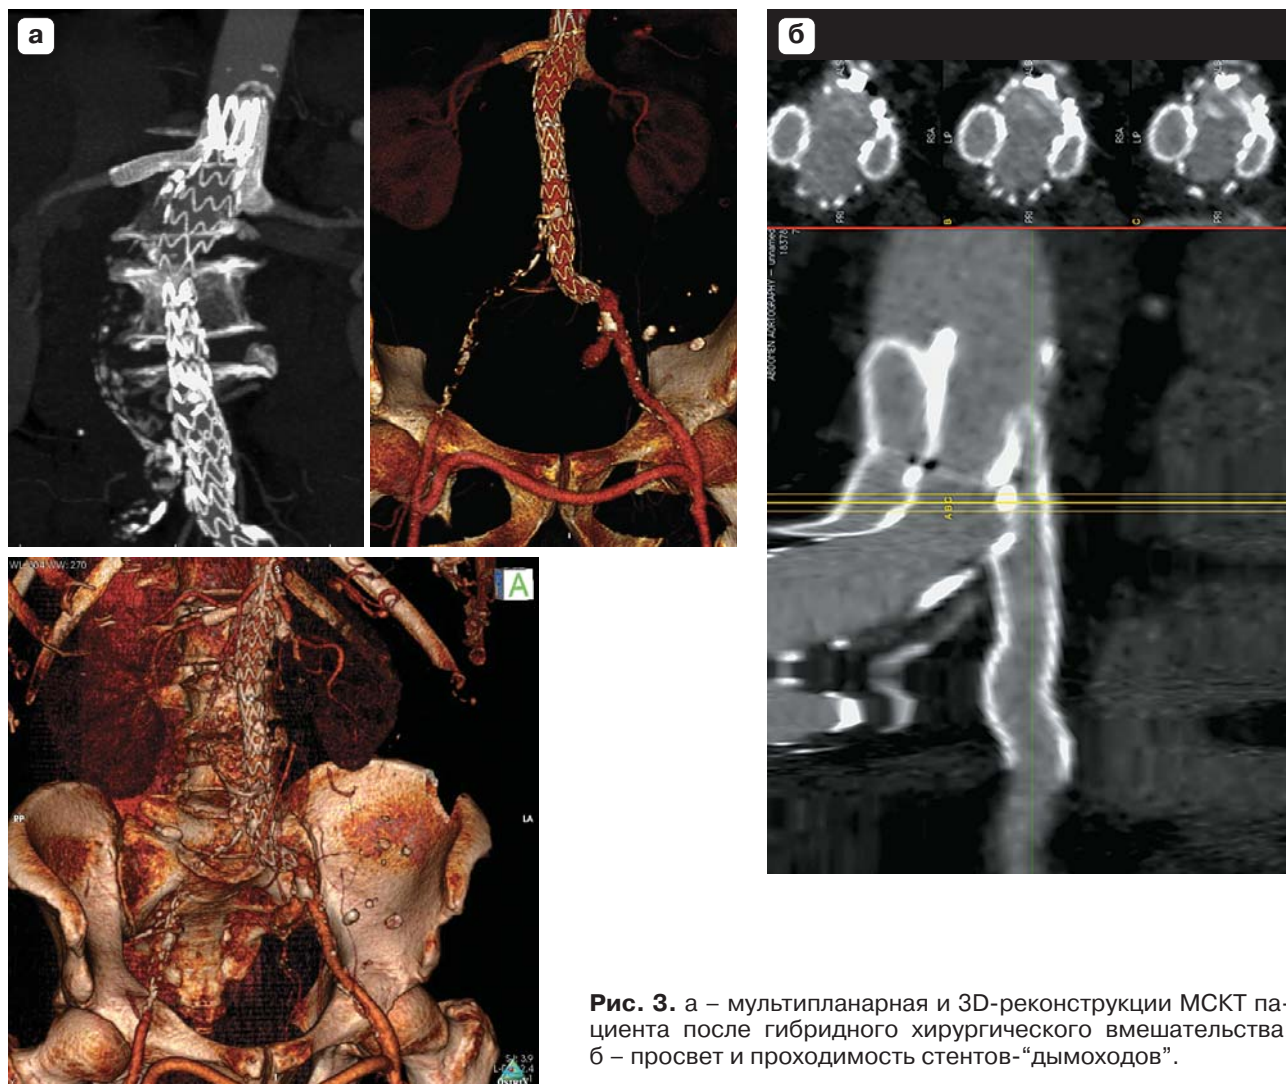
а – мультипланарная и 3D-реконструкции МСКТ пациента после гибридного хирургического вмешательства; б – просвет и проходимость стентов-“дымоходов”.
